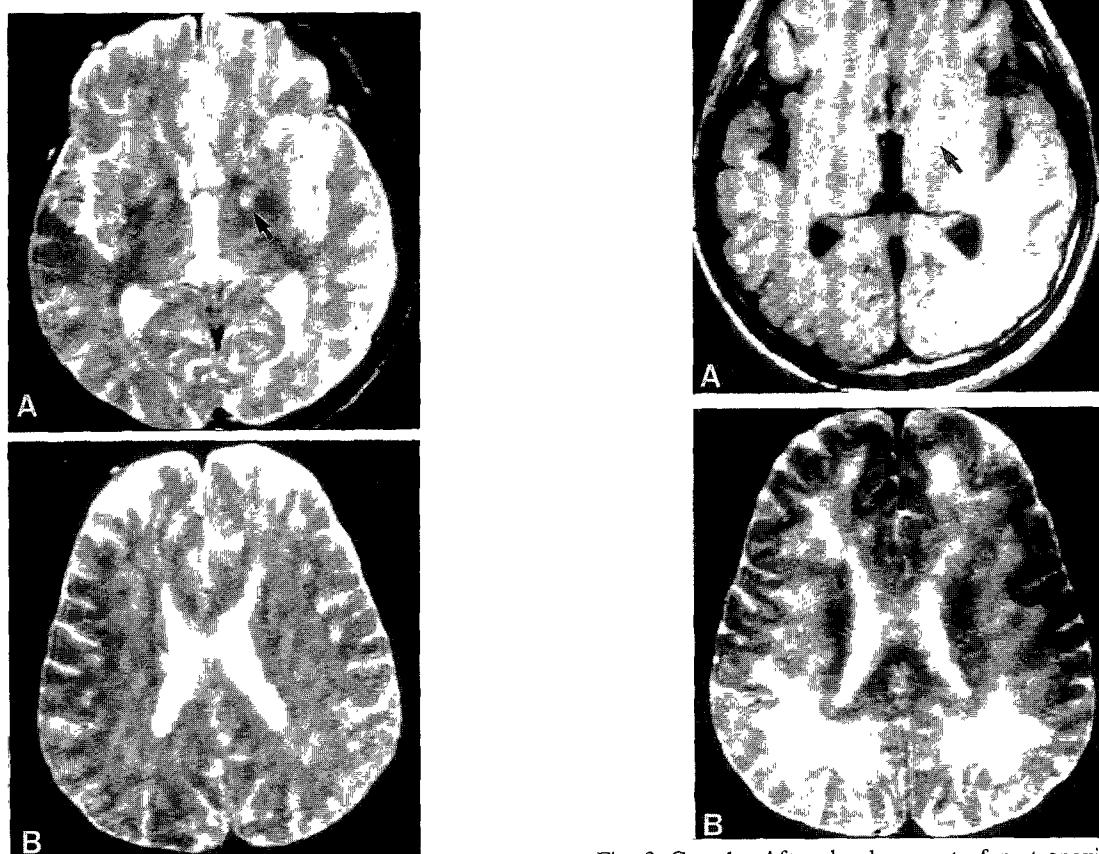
Case 1. The initial brain MRI demonstrates high signal intensity on bilateral globus pallidus on T2WI (A), and bilateral symmetric confluent high signal intensity on the periventricular white matter and centrum semiovale (B).
